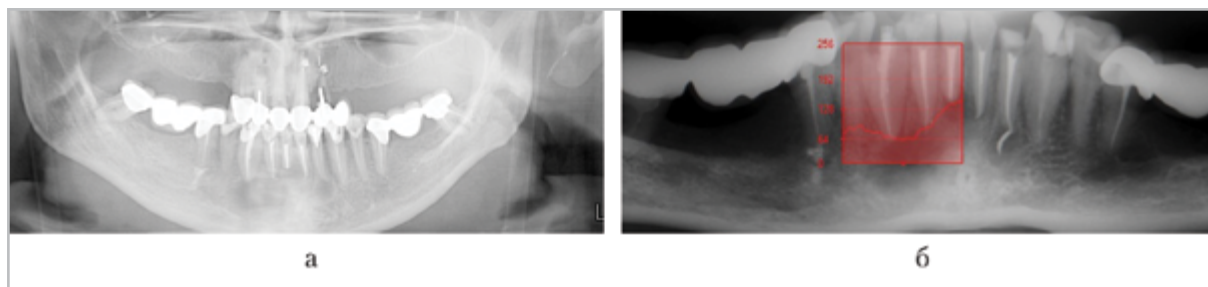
Рентгенограммы пациента Ц. через 3 мес после цистэктомии с использованием КПМ Calcigen Oral в смеси с ДКТ: *а* — ортопантомограмма: на уровне костного дефекта определяется восстановление костной ткани после цистэктомии; *б* — панорамная микрофокусная рентгенограмма нижней челюсти с построением гистограммы на уровне оперативного вмешательства, где отмечается увеличение плотностных показателей на уровне новообразованной костной ткани
